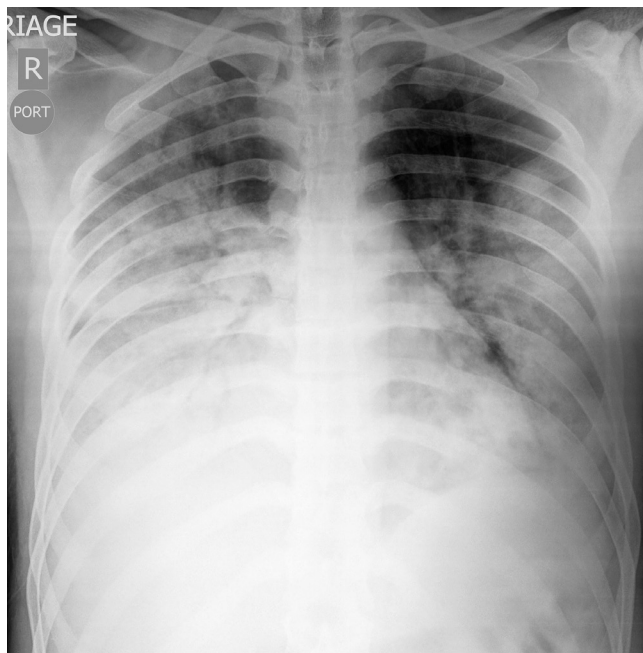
Caso 3. Radiografía de tórax. Consolidación multilobar bilateral extensa.
